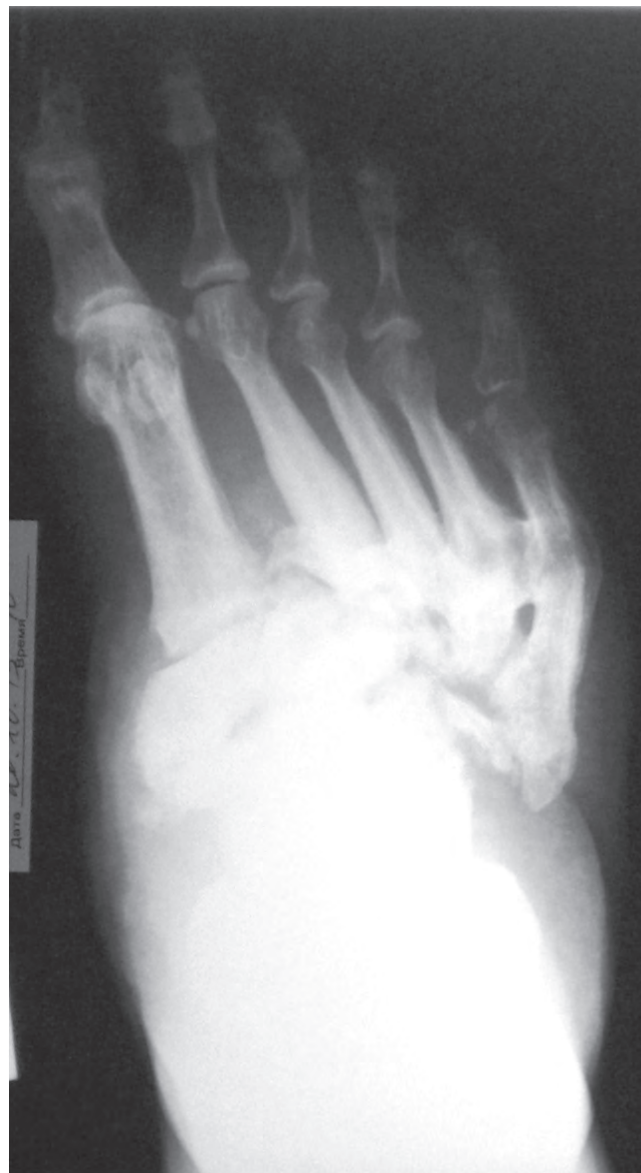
Рентгенограмма правой стопы больной Б. (20.10.2013) в прямой проекции (пояснение в тексте)
